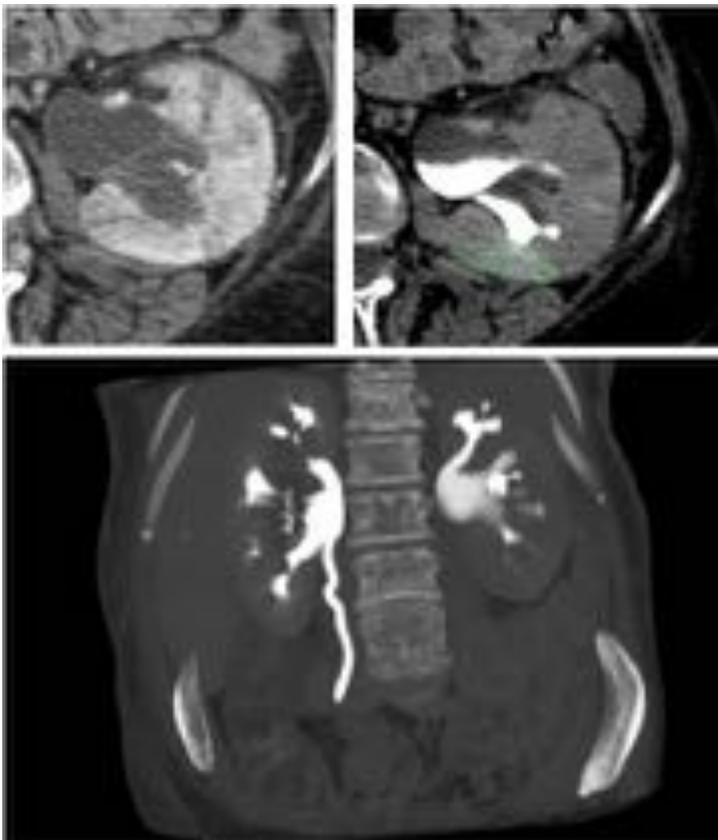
1- Riñón ectásico con áreas de nefritis y engrosamiento de la fascia gerota. 2- TC en fase excretora con retraso de la evacuación. Observar un signo indirecto que consiste en la persistencia de un área de nefrograma hiperdenso persistente (línea verde). 3- Reconstrucción coronal donde se observa el riñón izquierdo con afectación de su funcionalidad.
